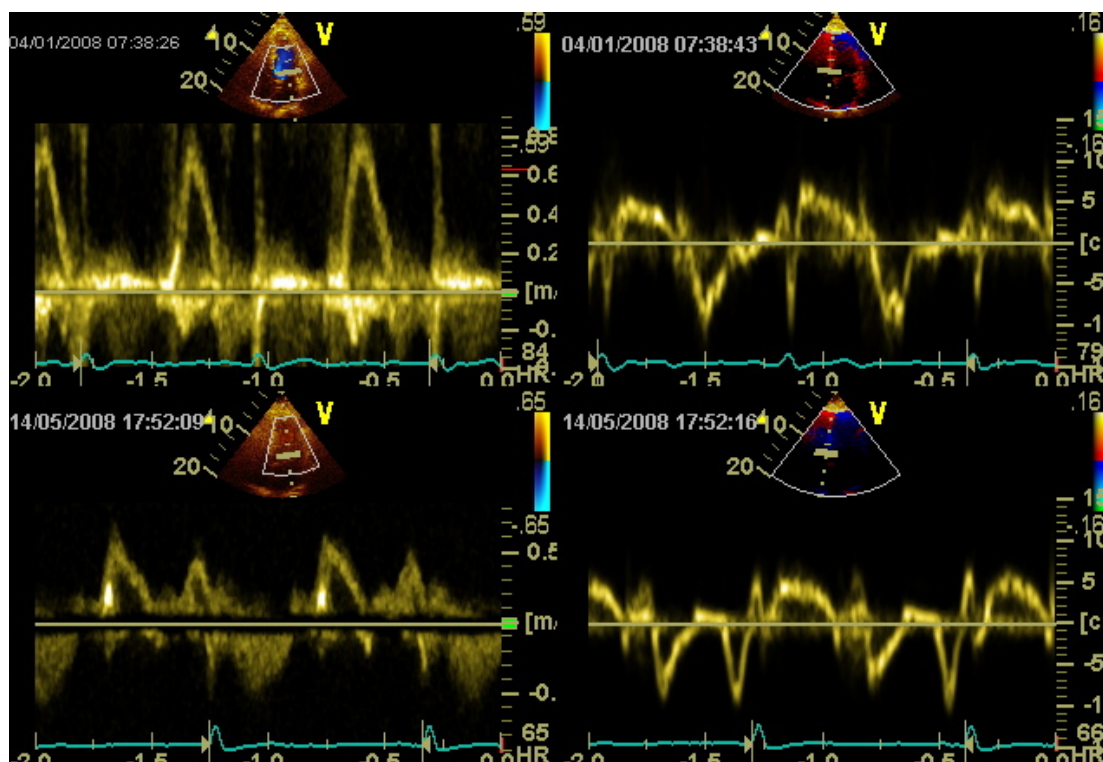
Doppler do fluxo mitral (à esquerda) e doppler tecidual do anel mitral (à direita), antes (superior) e após (inferior) a ablação da fibrilação atrial do paciente 7.
